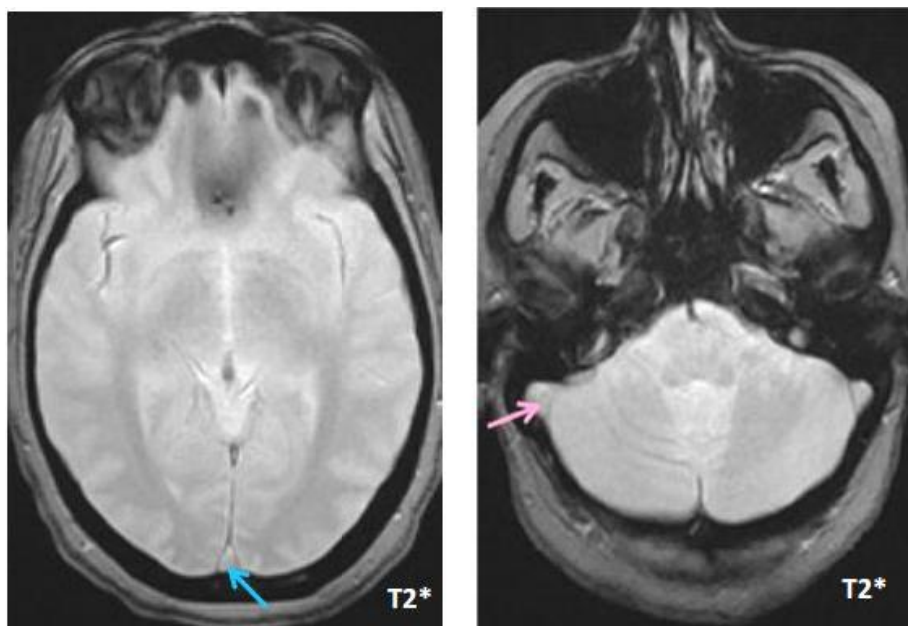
Aspect normal d'un sinus en séquence T2* d'IRM cérébrale.
